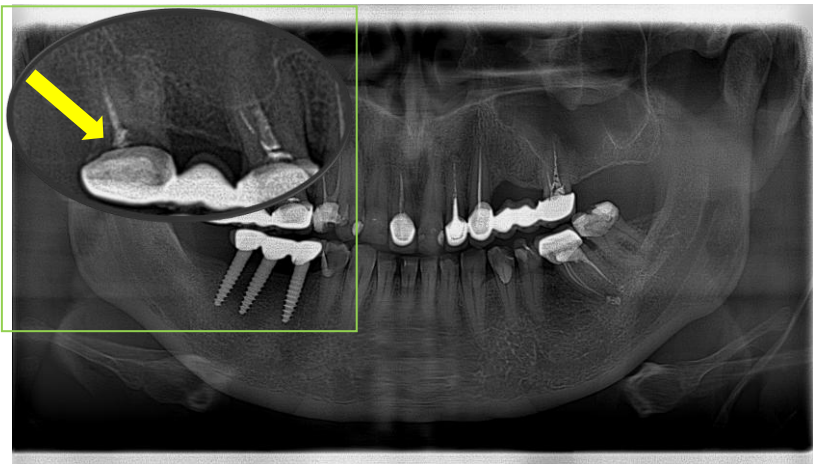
Рентгенологічні ознаки вторинного карієсу ендодонтично пролікованого зуба 1.8 під штучною короною. Скарги пацієнта К. 49 років на рухливість мостоподібної конструкції в ділянці зубів 1.8–1.6 через 15 років після лікування
